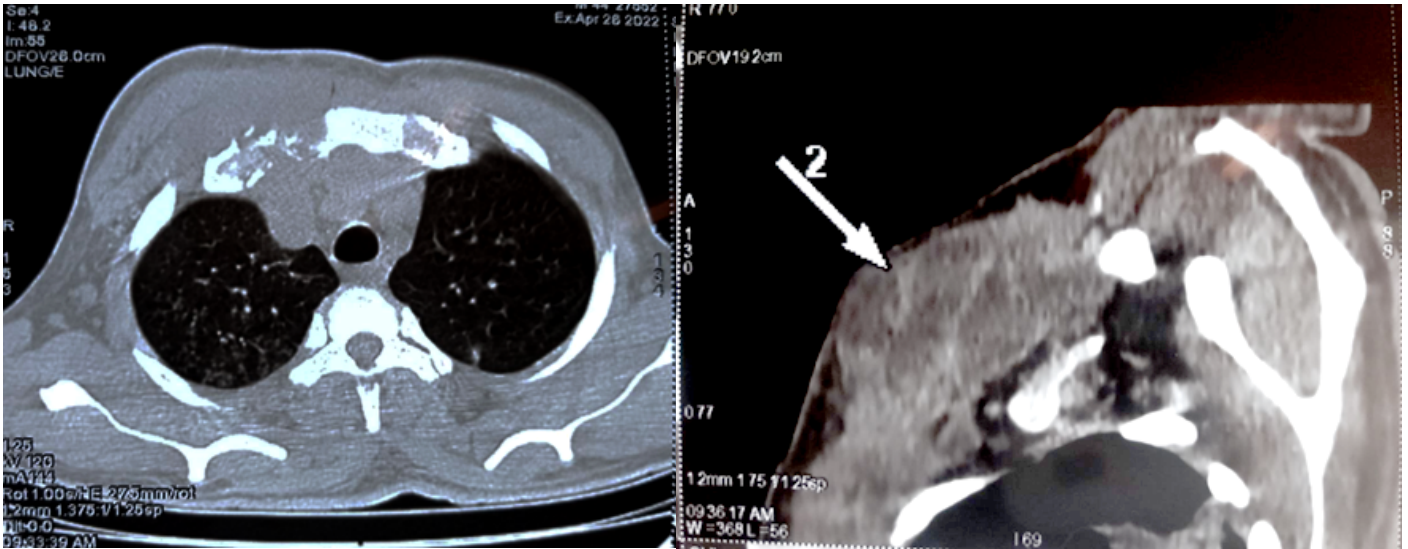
TDM thoracique objectivant une ostéoarthrite de l'articulation sterno-claviculaire droite
